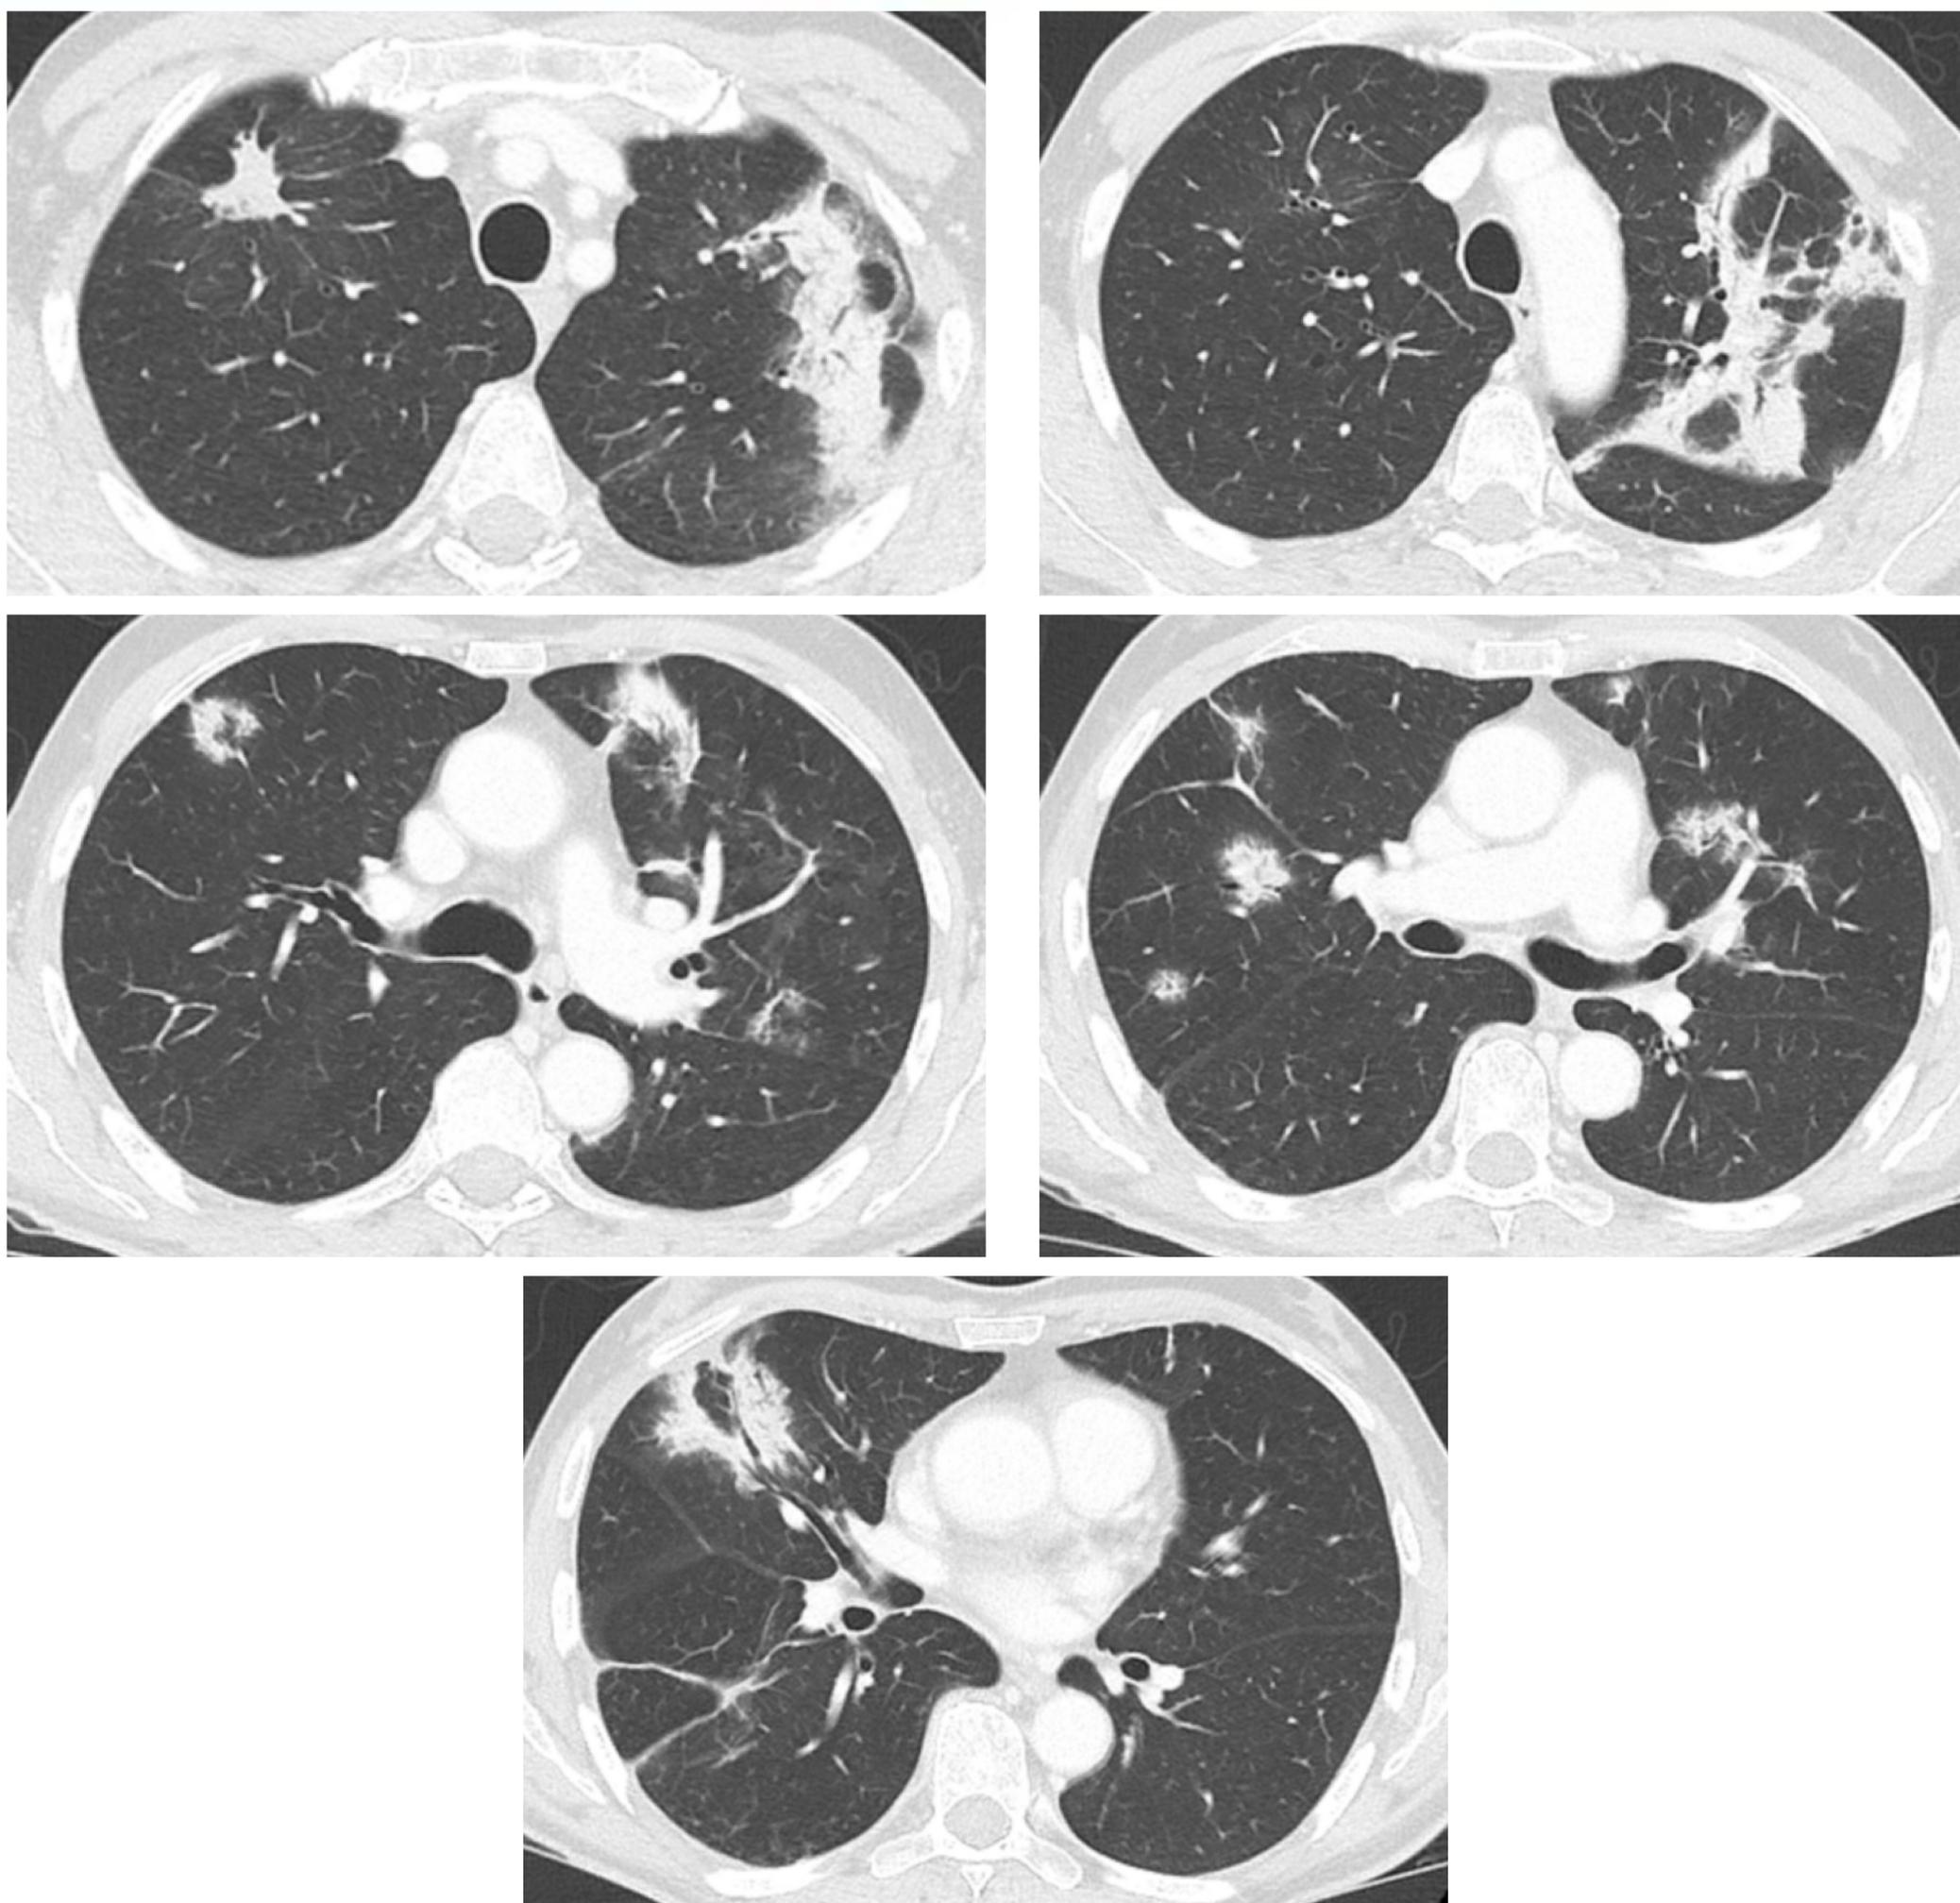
TC de tórax (cortes axiales) con ventana de parénquima pulmonar. Paciente con diagnóstico de carcinoma renal de células claras en tratamiento de 2ª línea con nivolumab.
